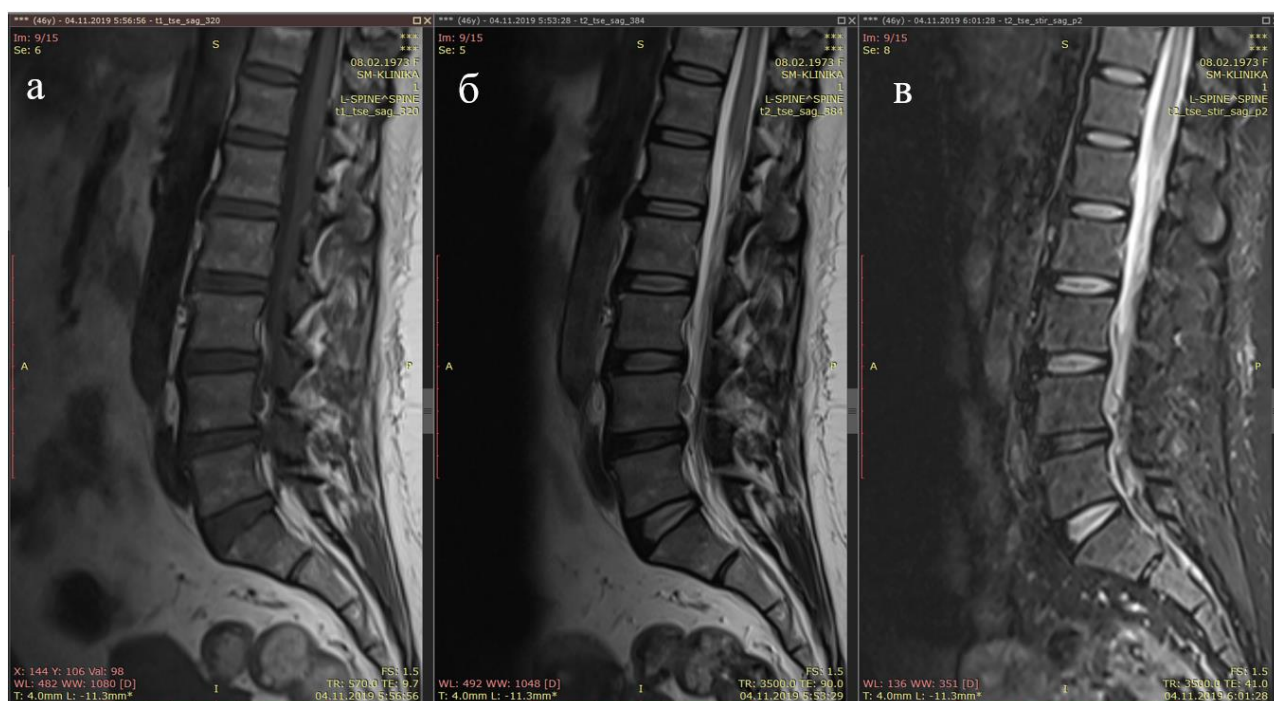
МРТ пояснично-крестцового отдела позвоночника пациентки К., сагиттальный срез (а – T1-режим, б – T2-режим, в – T2STIR-режим)
